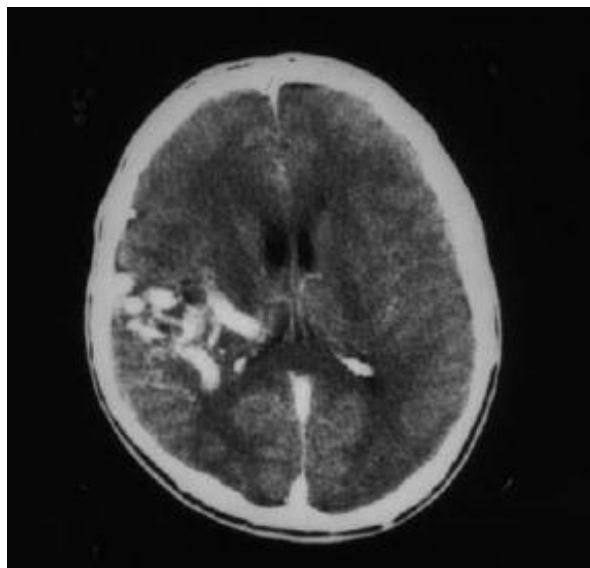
TC craneal axial en la que se encuentra malformación arteriovenosa como hallazgo incidental en paciente masculino con cefalea crónica. (Jamieson & Hargreaves, 2001)
